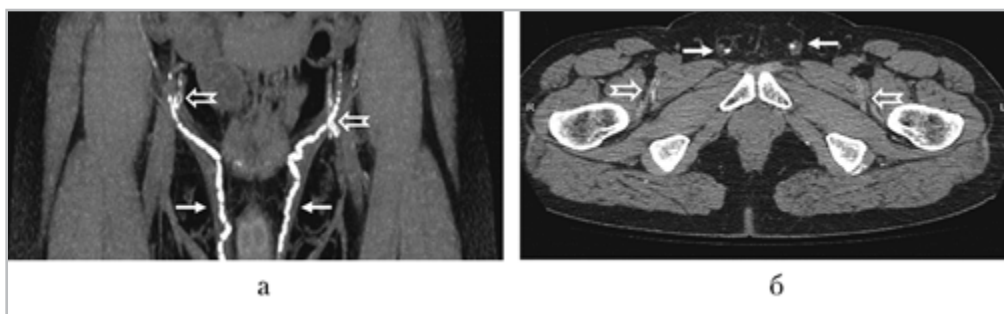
Компьютерная томограмма таза пациента М., 57 лет: а — фронтальная проекция; б — поперечная проекция. Двусторонняя диффузная кальцификация паховой и мошоночной частей СВП (сплошные стрелки) и запираательных артерий по типу медиакальциноза (полые стрелки) с обеих сторон
